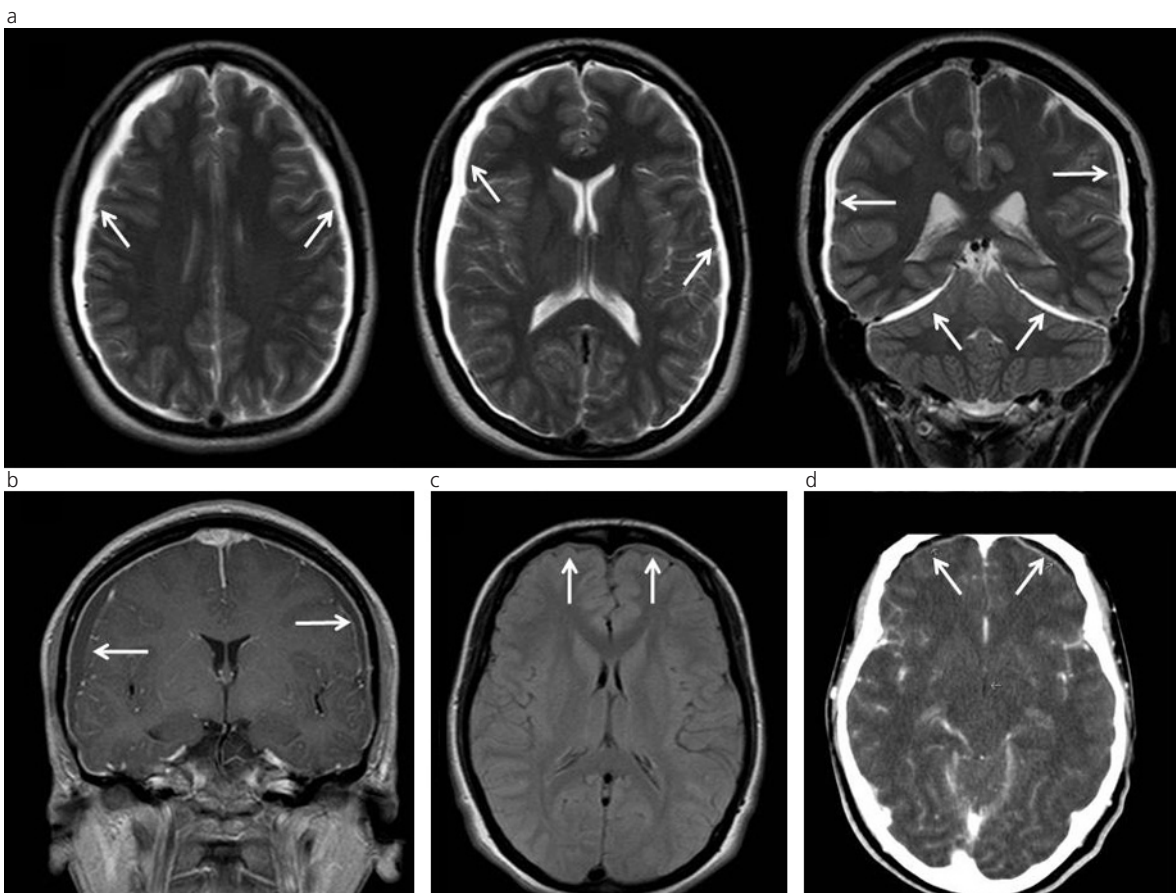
Colecciones subdurales bilaterales. (a) RM en ponderación T2, planos axial y coronal. (b) RM en ponderación T1, plano coronal, con gadolinio. (c) RM en secuencia FLAIR, plano axial. (d) TC, plano axial, con contraste EV.
